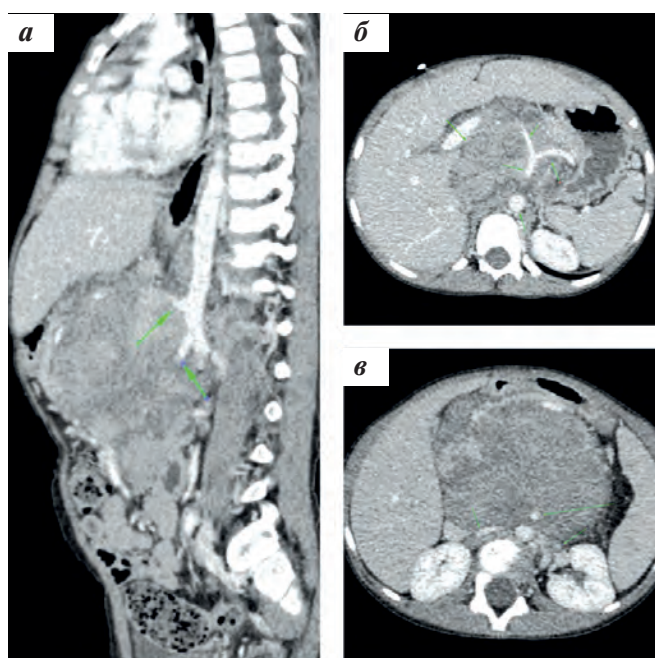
Абдоминальные факторы риска. МСКТ с контрастным болюсным усилением, венозная фаза сканирования (собственные данные): а – сагиттальная проекция, F3-вовлечение чревного ствола и верхней брыжеечной артерии; б – аксиальная проекция, вовлечение чревного ствола, аорты и/или полых вен, инфильтрация ворот печени и/или гепатодуоденальной связки; в – аксиальная проекция, вовлечение верхней брыжеечной артерии, инвазия в обе почечные ножки
